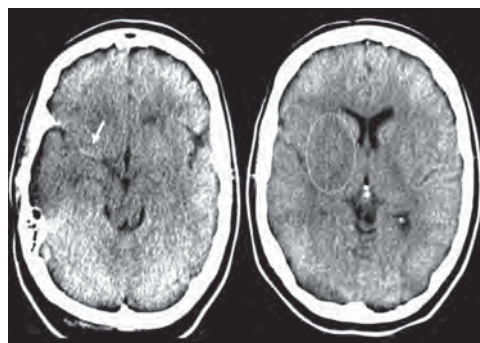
В22.1 КТ головного мозга без контрастного усиления, аксиальная проекция. Гиперденсивный участок в правом полушарии в проекции СМА – признаки окклюзии проксимального отдела сегмента М1 правой СМА (стрелка). Гиподенсивный участок в области внутренней капсулы в правом полушарии (овал), а также исчезновение кортикального рисунка в бассейне правой СМА.
